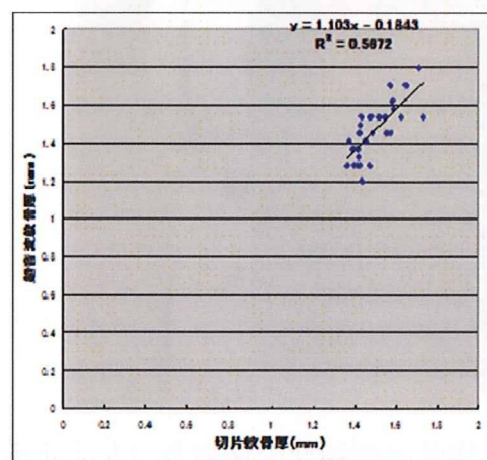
15 切片軟骨厚 (Tc) と超音波測定軟骨厚 (Tc-US) の関係
